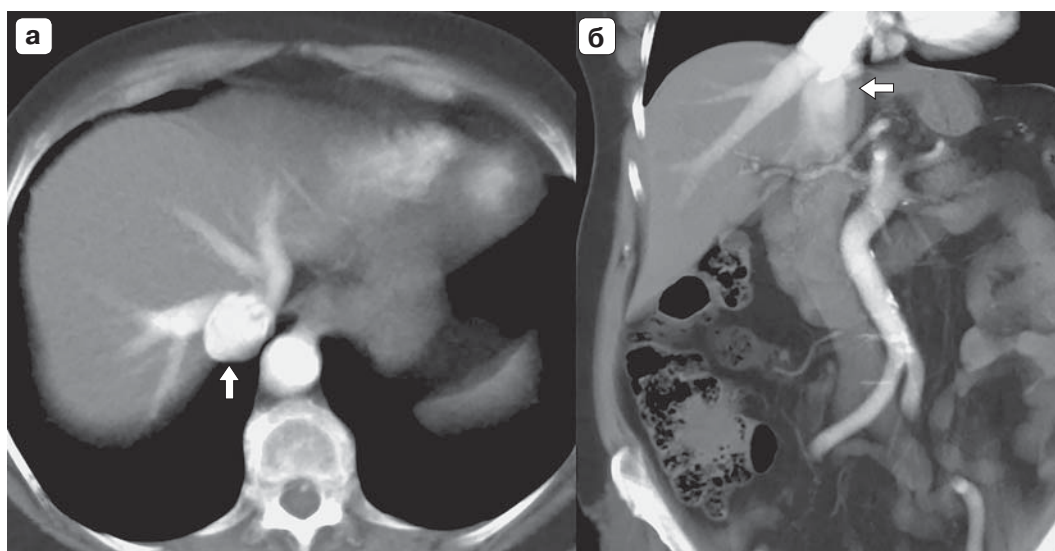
КТ-изображения пациента с застойной печенью. а – аксиальная проекция, артериальная фаза контрастирования, ретроградный заброс контрастного препарата в расширенные печеночные и нижнюю полую вены формирует симптом “Playboy Bunny” (стрелка); б – фронтальная проекция, отчетливо виден ретроградный заброс контрастного препарата (стрелка).
